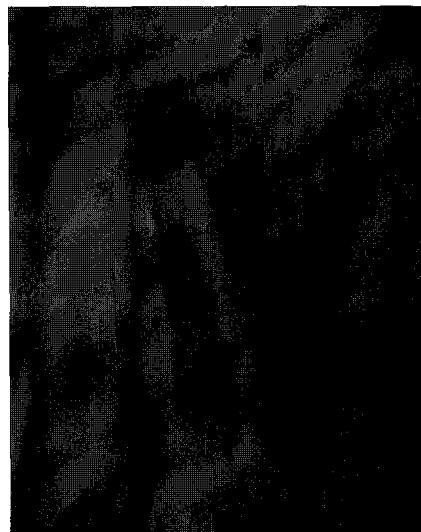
radiography of first visit
